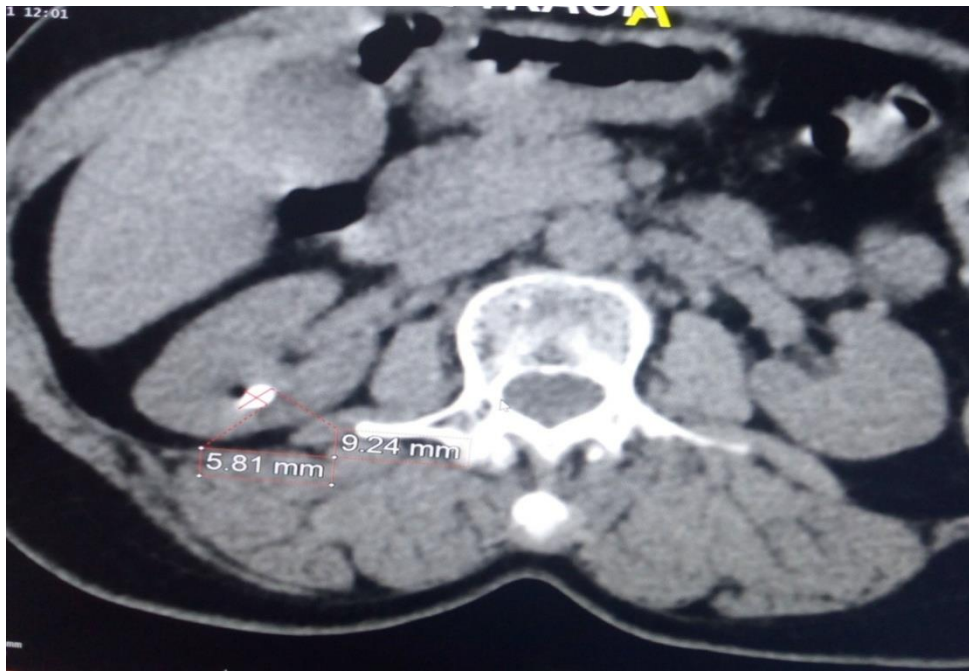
MTT, 66 ans, adressé pour lithiase rénale droite en échographie.
